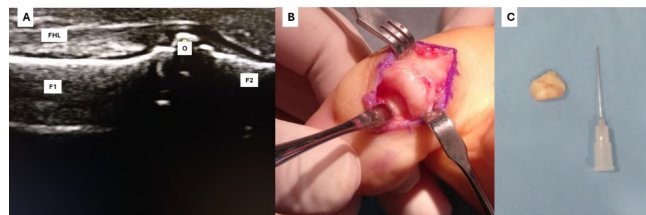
(A) Ecografía desde plantar de la articulación interfalángica donde podemos ver la falange proximal (F1) y la distal (F2), el osículo (O) y el flexor largo del hallux (FHL). (B) Osículo intraarticular tras disección de la articulación interfalángica desde dorsal. (C) osículo extraído quirúrgicamente de la articulación interfalángica comparado con una aguja 27G 0.4*0.25.
